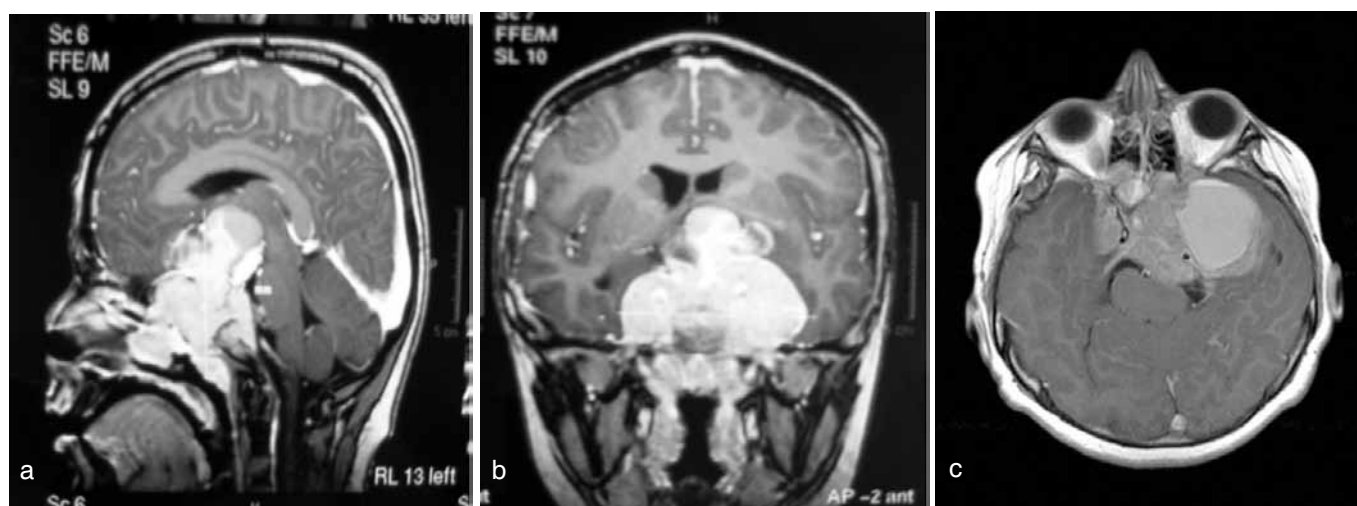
RMN de varón con macroprolactinoma. 1a: en el corte sagital se observa un tumor con extensión supraselar que erosiona el piso de la silla turca con invasión del área nasal. 1b: el corte coronal muestra una extensión paraselar. 1c: corte axilar con invasión de senos cavernosos y protrusión en la órbita derecha.
